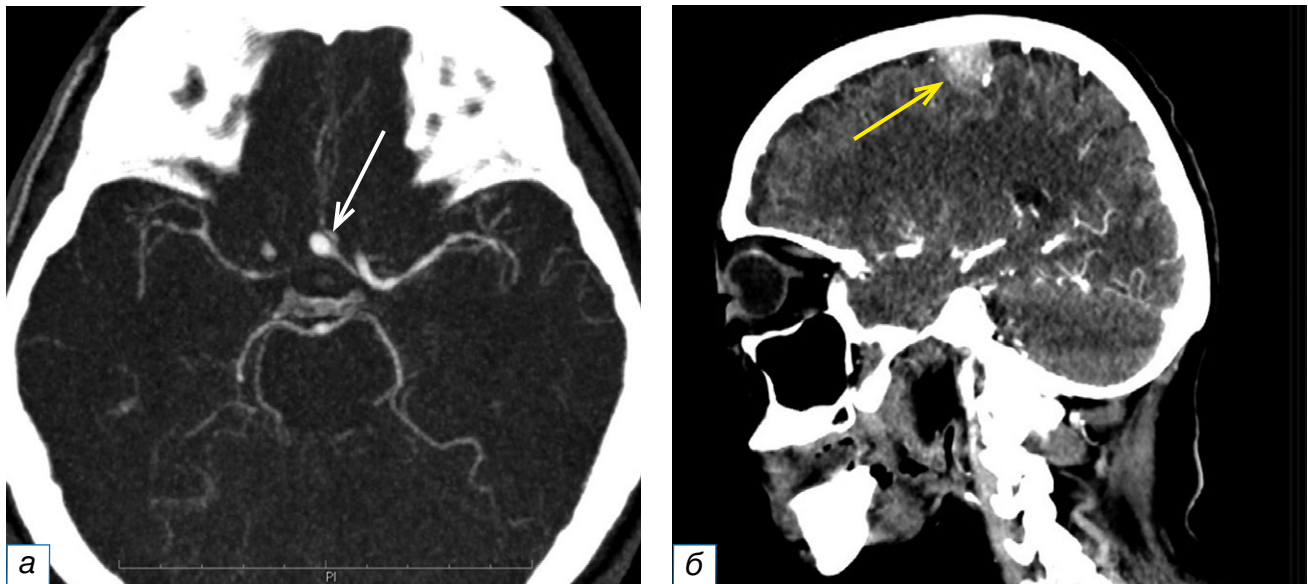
Фрагменты компьютерных томограмм области головы и шеи в аксиальной (а) и сагиттальной (б) плоскостях. У пациента в возрасте 55 лет с диагнозом рака гортани cT2N0M0 определяется мешотчатая аневризма сегмента А1 левой передней мозговой артерии диаметром 5 мм (а, белая стрелка). У пациентки в возрасте 76 лет с диагнозом рака гортани T4N1M0 в правой теменной области отмечается округлой формы гиперваскулярное образование с чёткими ровными контурами, широким основанием, прилежащее к внутренней поверхности правой теменной кости (б, жёлтая стрелка).
